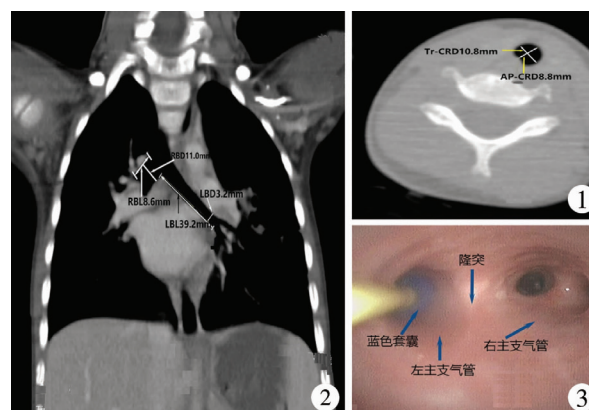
环状软骨水平的气管直径 图2 胸部CT冠状位测量左右主支气管的长度和直径 图3 气管导管前端FOB下5F Arndt封堵器位置 注 AP-CRD-环状软骨平面气管前后径,Tr-CRD-环状软骨平面气管横径;RBL-右主支气管长度,RBD-右主支气管直径;LBL-左主支气管长度;LBD-左主支气管直径
